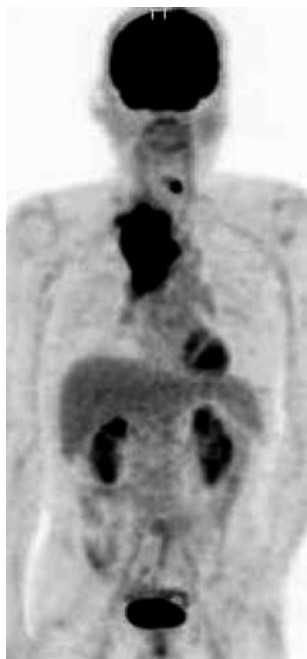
FDG-PET 所見. 右肺尖部から鎖骨上窩にかけて連続する SUVmax 10.6 の不整な腫瘤あり. そのほかの臓器には明らかな集積はみられなかった。
